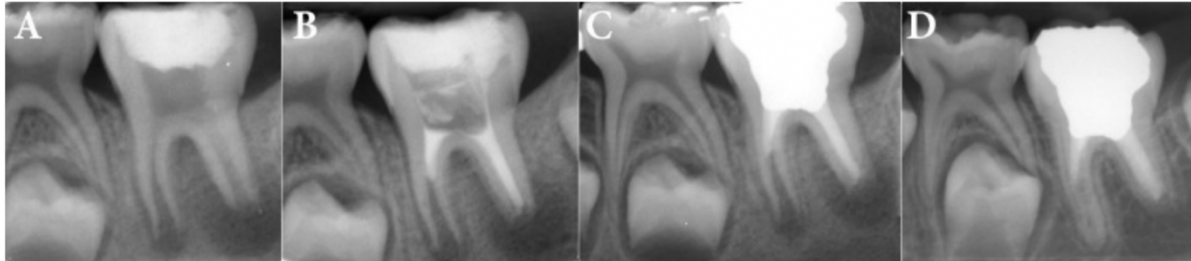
Radiographies rétro-alvéolaires des régénérations endodontiques d'une PMP mandibulaire gauche (36). De gauche à droite : situation pré opératoire (A), post-opératoire (B), suite à la restauration coronaire (C) et contrôle à 2 ans (D) (Roghanizadeh et Fazlyab, 2018).
